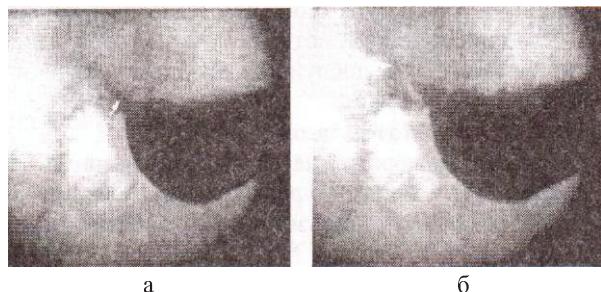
Рентгенография желудка и ДПК
